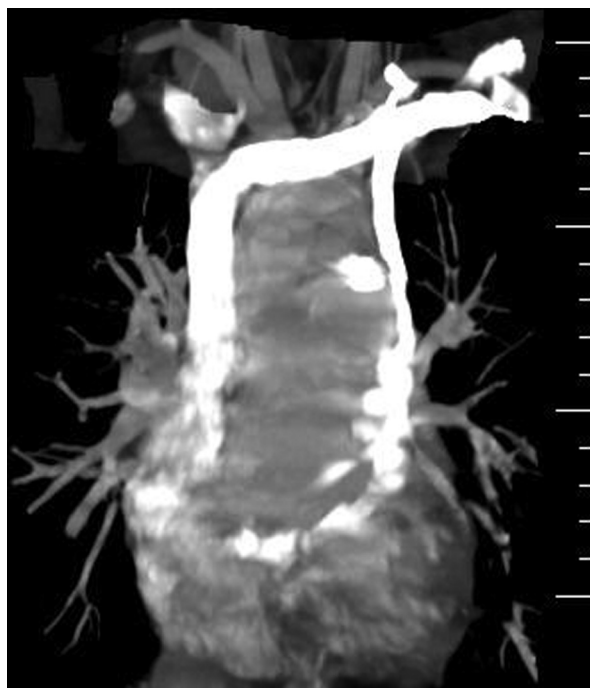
Spiralna tomografia komputerowa — rekonstrukcja trójwymiarowa. Obraz aorty wstępującej, dwa łuki aorty i aorta zstępująca. Od łuku górnego odchodzą naczynia dogłowe
